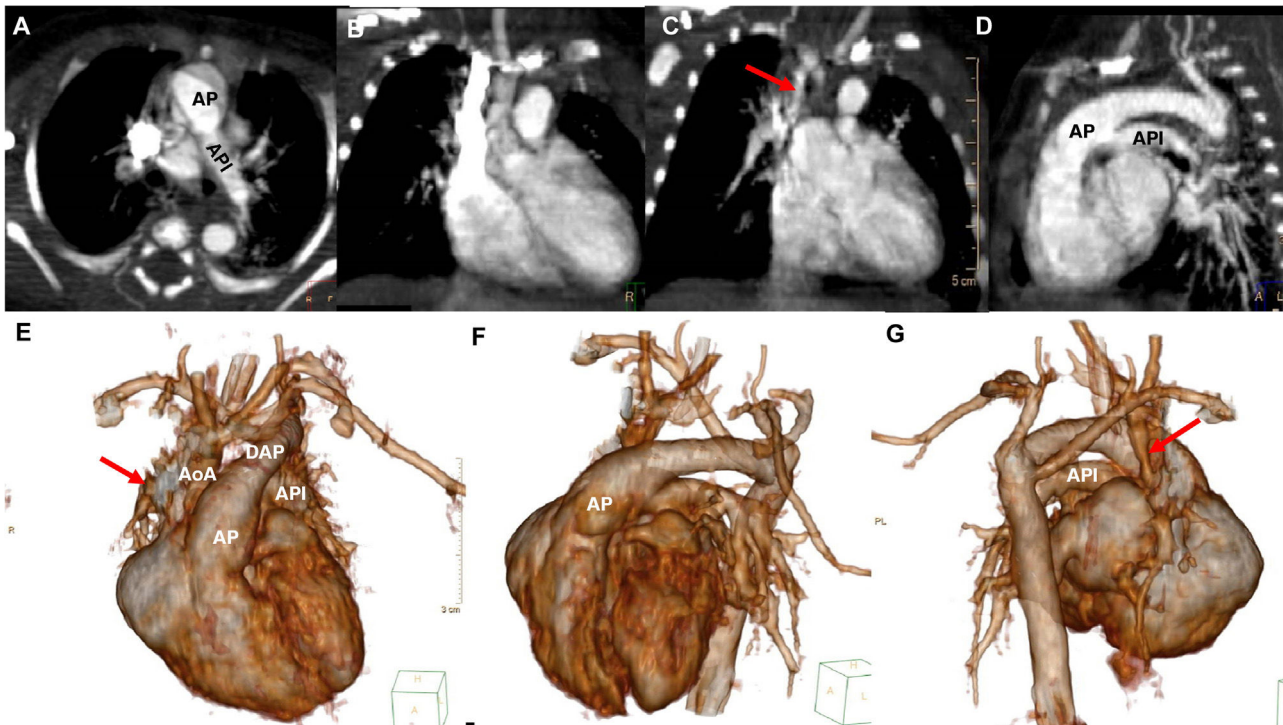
Imágenes de tomografía computarizada del caso 2. A-G) Arteria pulmonar izquierda (API) con origen en el tronco de la arteria pulmonar (AP). D-G) Ductus arterioso persistente (DAP) que comunica la arteria pulmonar con la aorta descendente (AoD). E-G) Reconstrucciones tridimensionales que muestran el origen anómalo de la APD desde la aorta ascendente (AoA) y la interrupción del arco aórtico. C,E,G) Arteria pulmonar derecha (APD) pequeña (flecha roja) con origen en la aorta ascendente (AoA).
